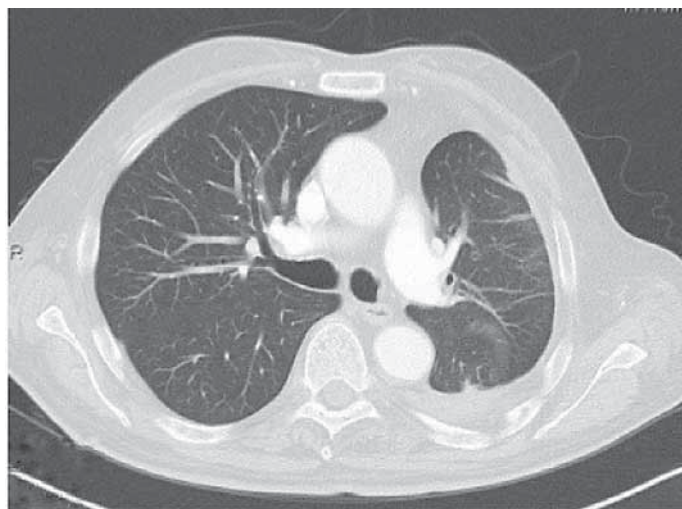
Визуализация злокачественной мезотелиомы на спиральной компьютерной томографии: утолщение плевры слева*
